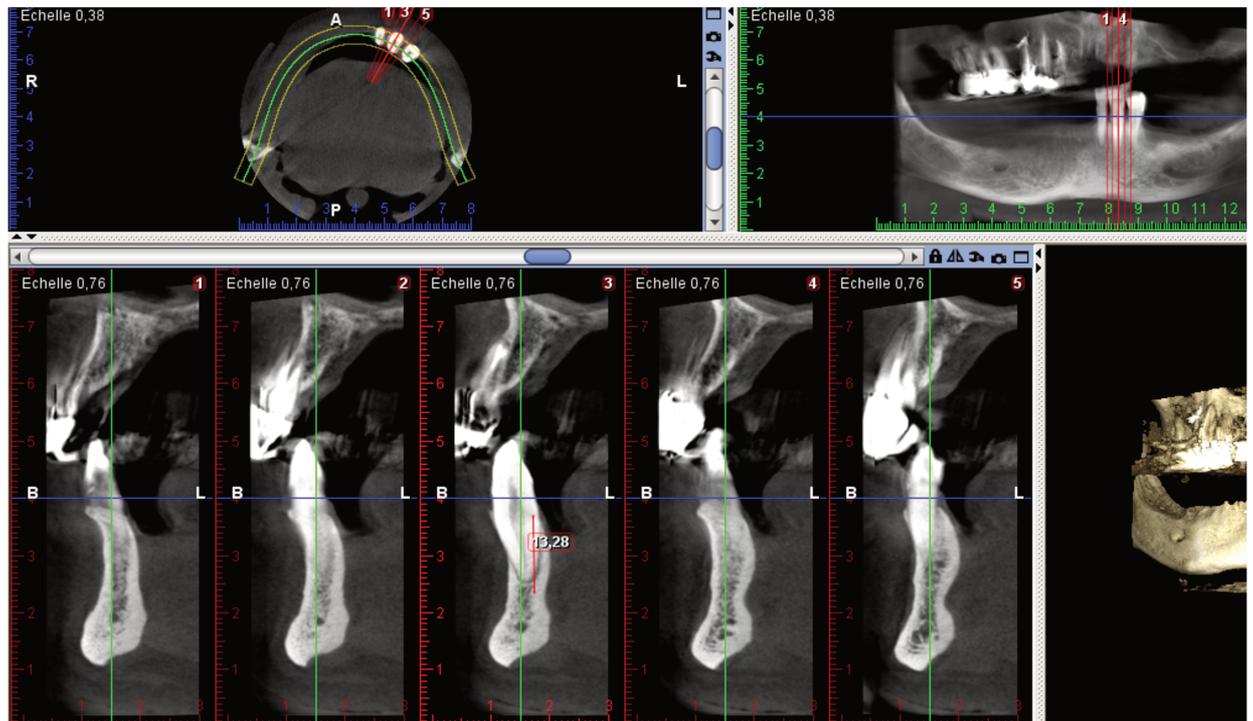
cone beam de la situation pré implantaire avant extraction (courtoisie du Dr Delebarre Hélène).
